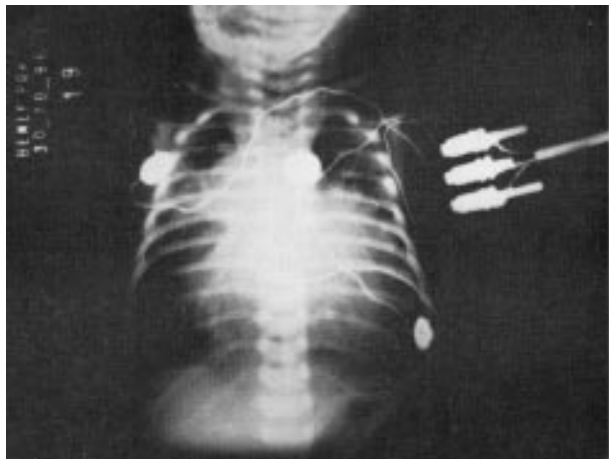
Radiografia de tórax PA — grande cardiomegalia às custas de câmaras direitas.
